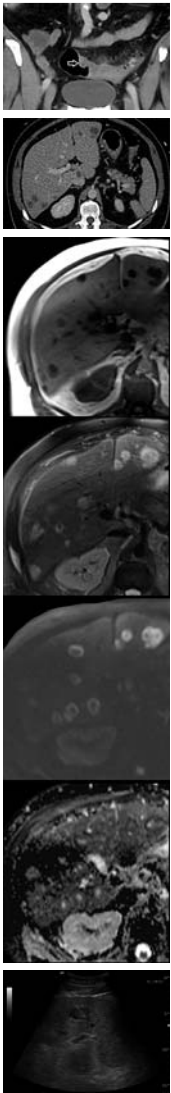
Zentriertes Vergrößerungsbild aus der koronaren Reformatierung der CT in der portalvenösen Phase mit Imbibierung des Fettgewebes um das Sigma im Sinne einer phlegmonösen Divertikulitis. Die Wandverdickung des Sigmas, partiell nodulär geformt (Pfeil), ist ebenfalls abgebildet.
